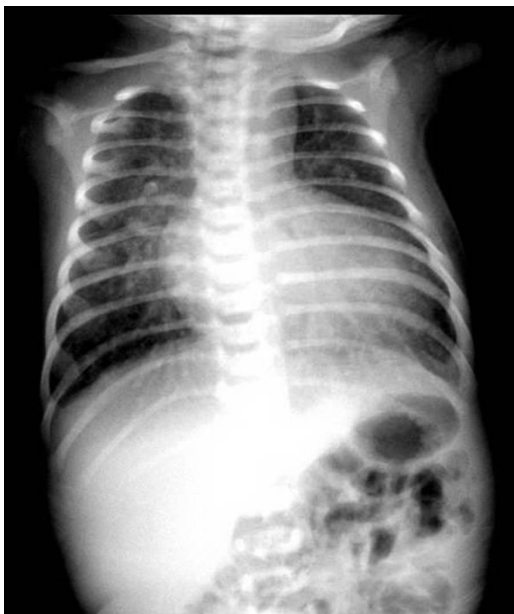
Radiografia de tórax salienta área cardíaca pouco expressiva em face de acentuada congestão venocapilar pulmonar.
